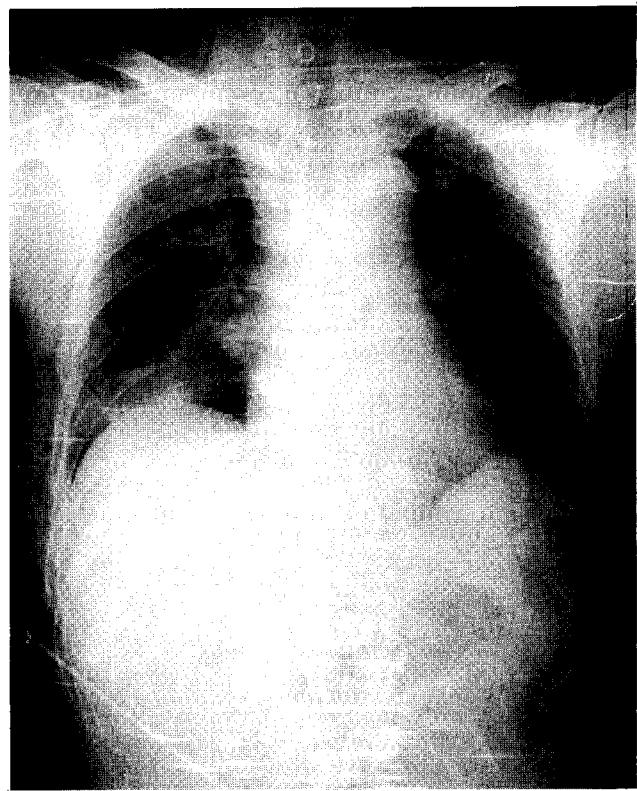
Simple chest X-ray of 61 year old man showing subcutaneous emphysema and consolidation
